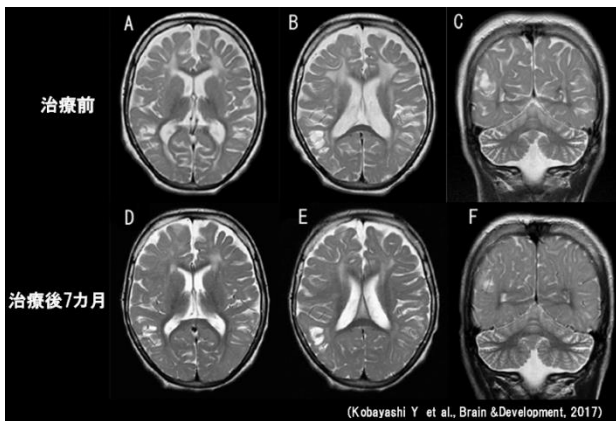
FOLR1* 変異症例の葉酸治療前後の頭部MRI画像<sup>1)</sup>
